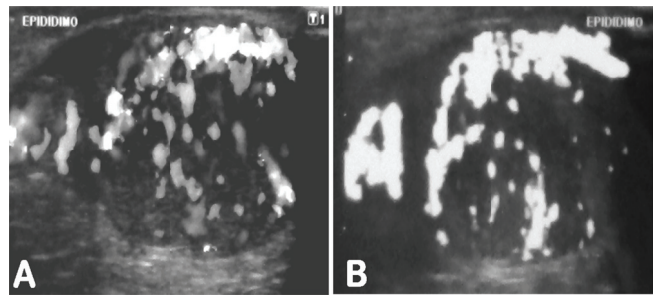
Ecografía doppler testículo izquierdo. A y B) muestran un aumentado de tamaño con abundante flujo vascular.
